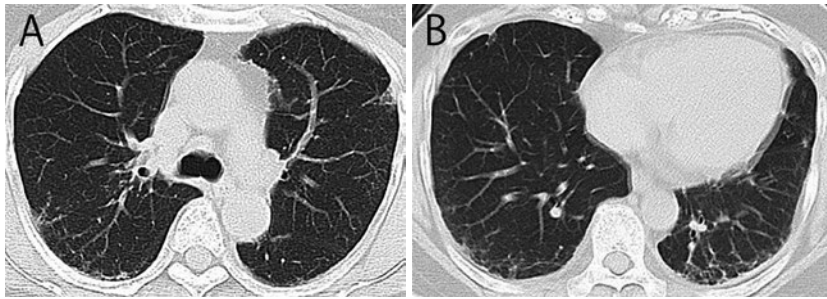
発症約1年半前の胸部単純CT. 右S⁶と舌区 (A), 両側肺底区背側 (B) の胸膜直下にわずかな線状影・網状影を認める.
